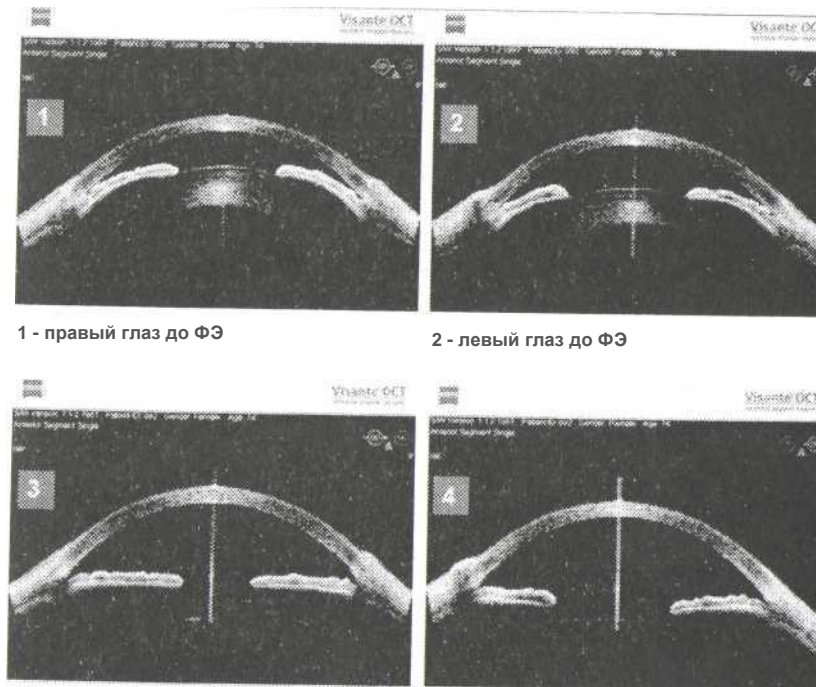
Томограммы переднего сегмента глаза пациента Б. (74 года) до и после ФЭ с имплантацией ИОЛ
